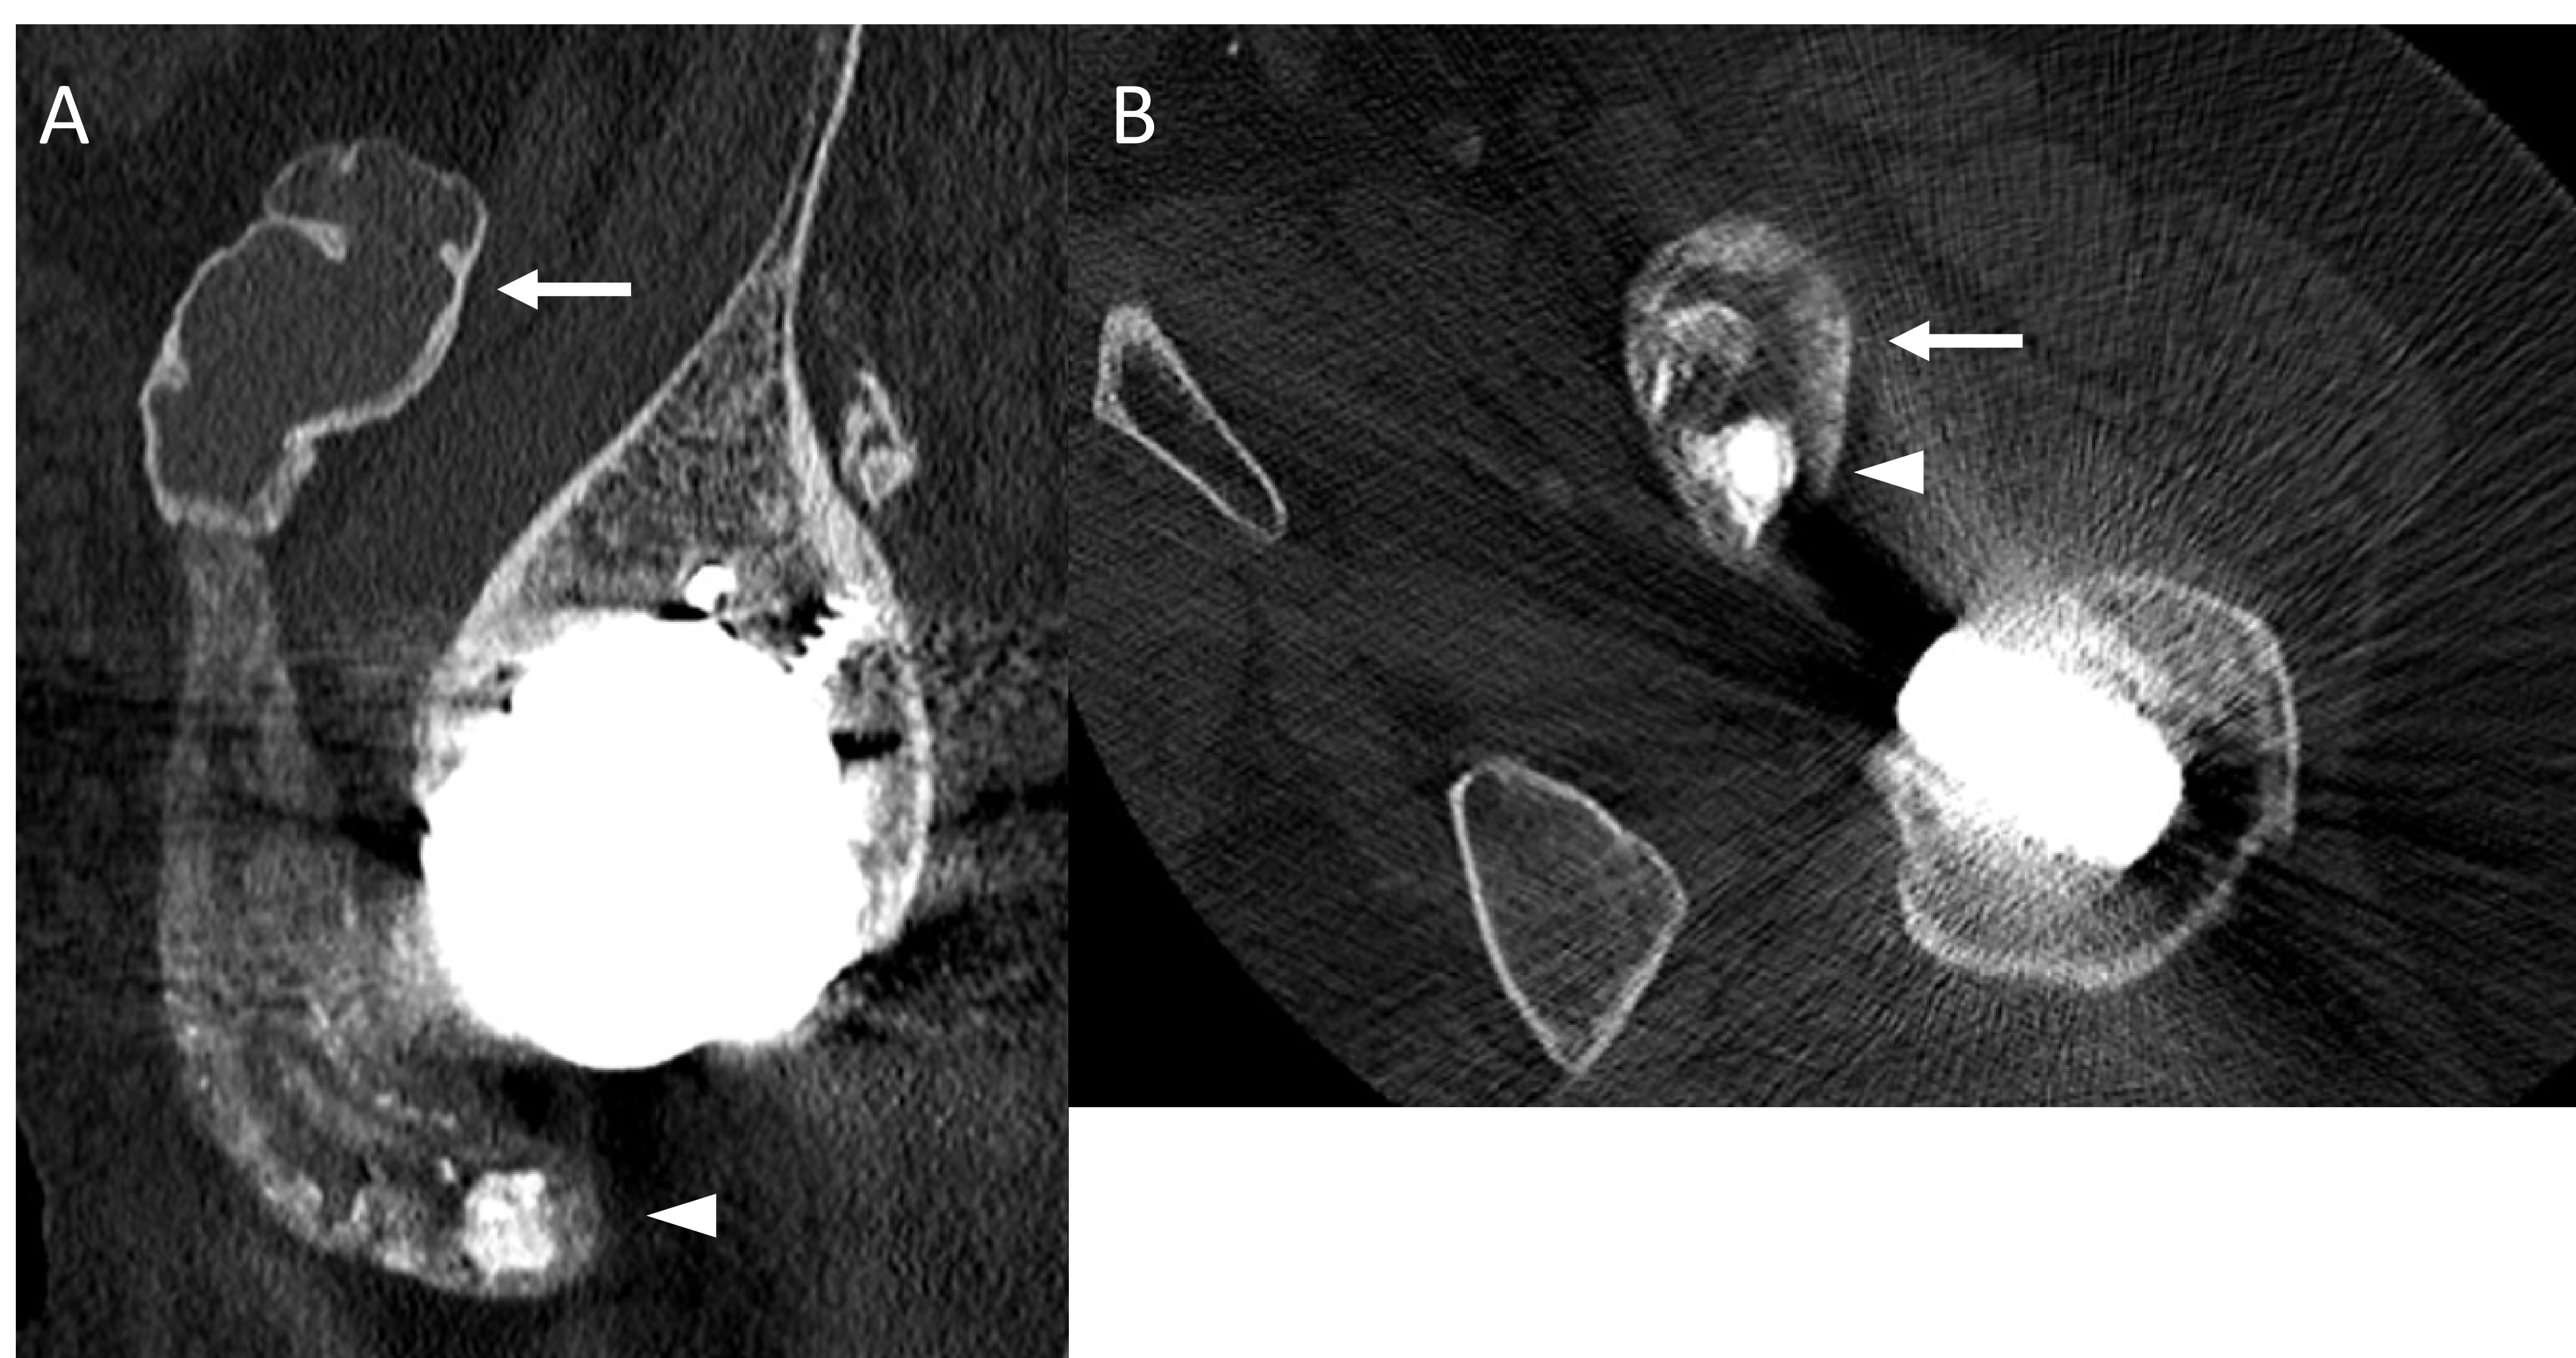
Metalosis. Imágenes en plano coronal (A) y axial de TC (B). Prótesis total de cadera izquierda metal-metal. Lesión hipodensa con pared calcificada anterior anterior al ileopsoas en relación con pseudotumor (flechas) y material de muy alta intensidad en la vertiente declive (punta de flecha)
